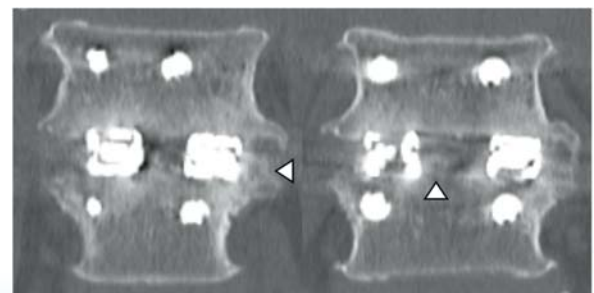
図6のCT(冠状断)で骨移植をした椎体間の様子を見ると、術後3ヶ月時点ですでにリン酸カルシウムの顆粒がまばらになっており(▶)、図7の術後12ヶ月時点では完全に消失していた。また術後12ヶ月のCTでは顆粒のあった箇所に骨形成していることが確認された(▷)。人工骨である NovoGro® パティが術後12ヶ月の時点で骨に置換されていた。
